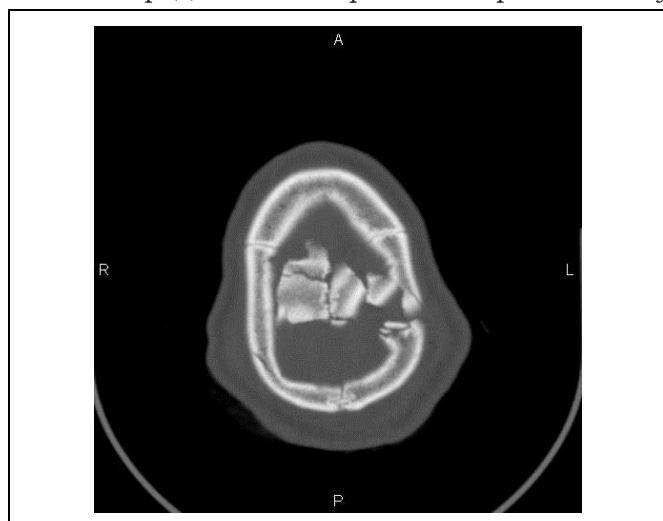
КТ черепа. Аксиальная плоскость.
